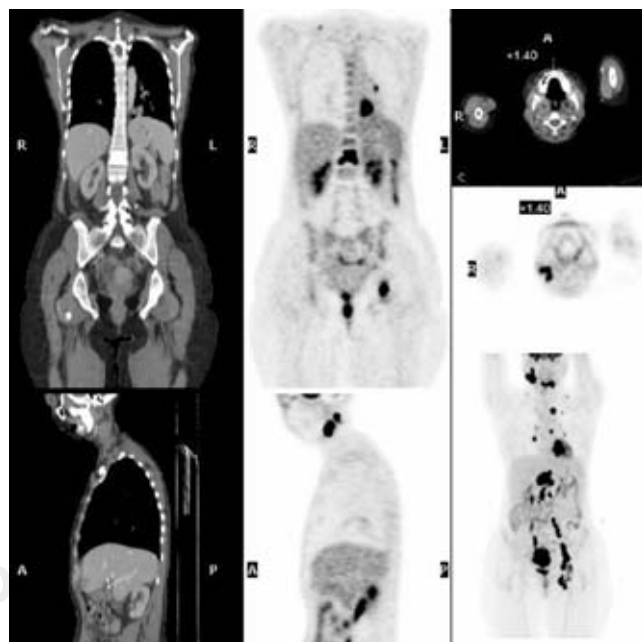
a) Carcinoma pulmonar izquierdo no microcítico; b) nódulo en el pulmón contralateral; c) ganglio mediastinal con SUVmax de 17.2. Estadio IV T2 N2 M1.
